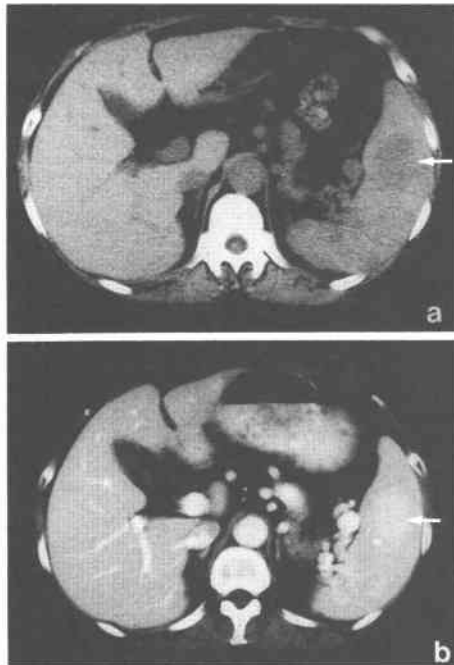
(a) Plain CT scan reveals slightly low density areas in the spleen. (b) On contrast study, the masses are enhanced, and their margins become clearer.
